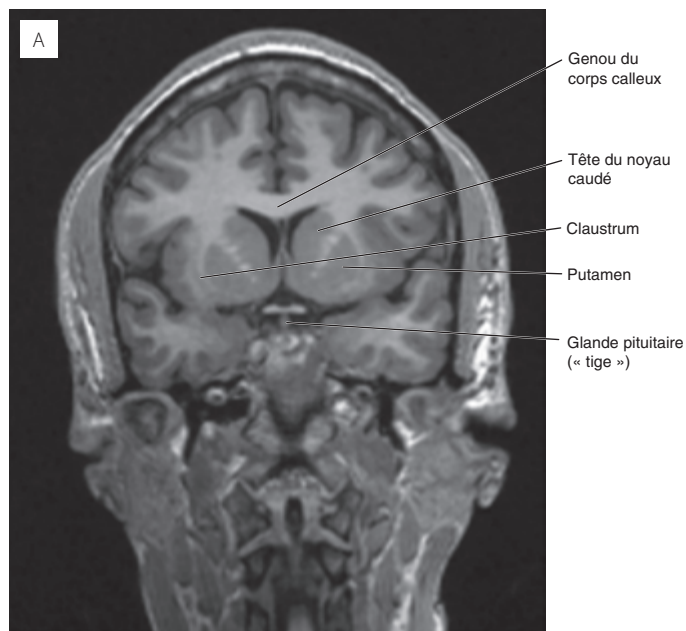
IRM, coupes frontales du cerveau, pondération T1. (A) – (G), de la région antérieure à la région postérieure.
